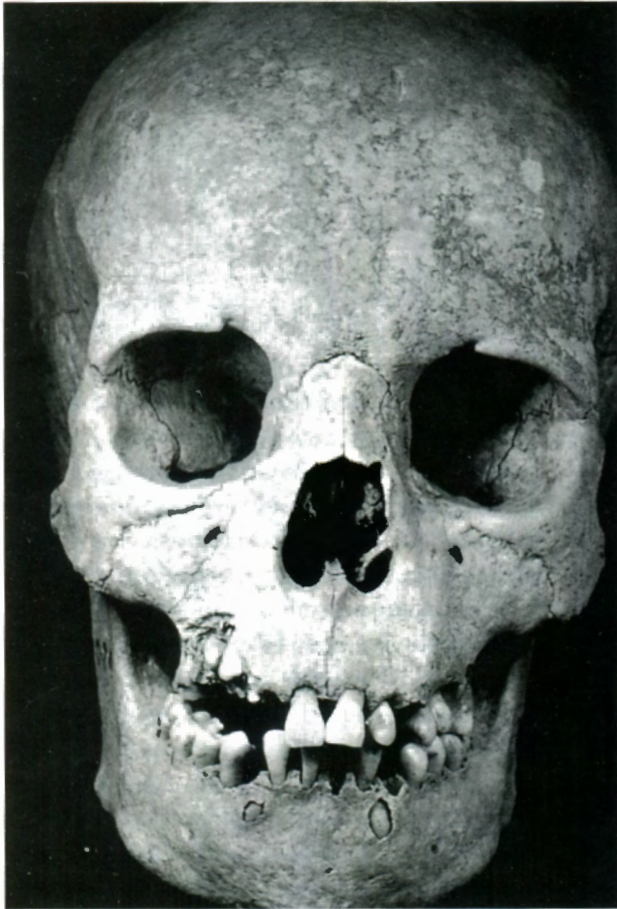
a) Cráneo de un individuo infantil de unos 11 años, con osteopetrosis. b) Radiografía del mismo cráneo (cortesía del profesor Domingo Campillo Valero), en la que se observa la gran densidad y compacidad de la calota (La Olmeda, medieval castellano).
